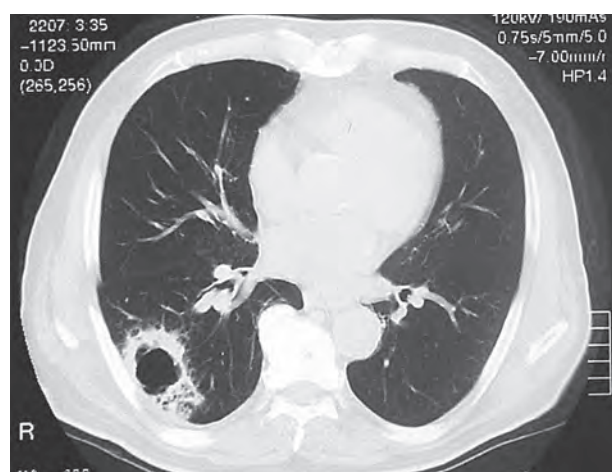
Компьютерные томограммы органов грудной клетки в легочном окне: а — периферический рак нижней доли правого легкого. Лимфогенная дорожка к корню легкого; б — периферический рак верхней доли левого легкого. Лимфогенная дорожка к плевре
